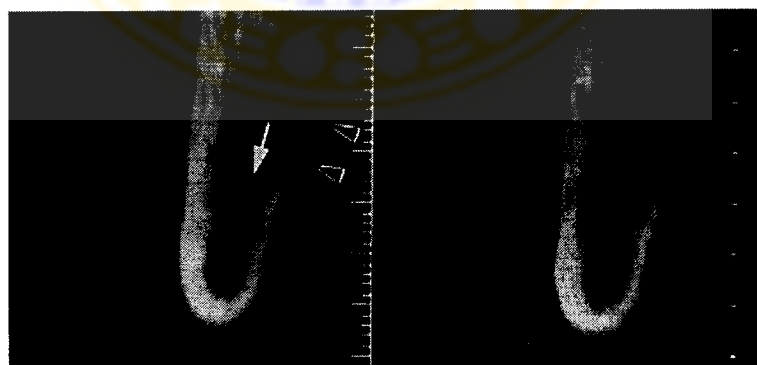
3D-CT tampak transversal memperlihatkan squamous sel karsinoma pada rongga mulut, tampak dengan jelas squamous sel karsinoma ini telah menginvasi mandibula, korteksnya hancur, dan tidak ada pembengkakan.
